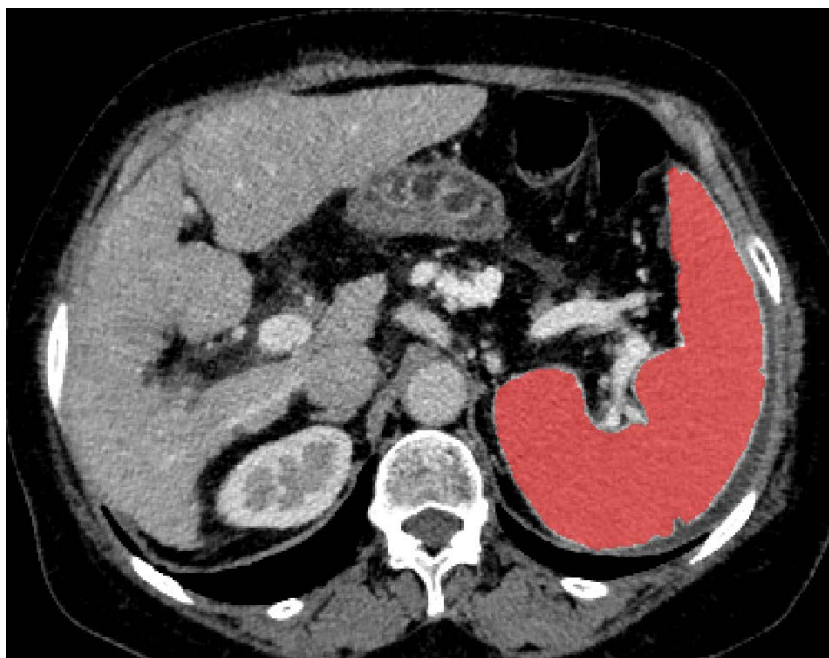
The spleen contours are manually outlined on the contrast-enhanced portal venous phase CT data
